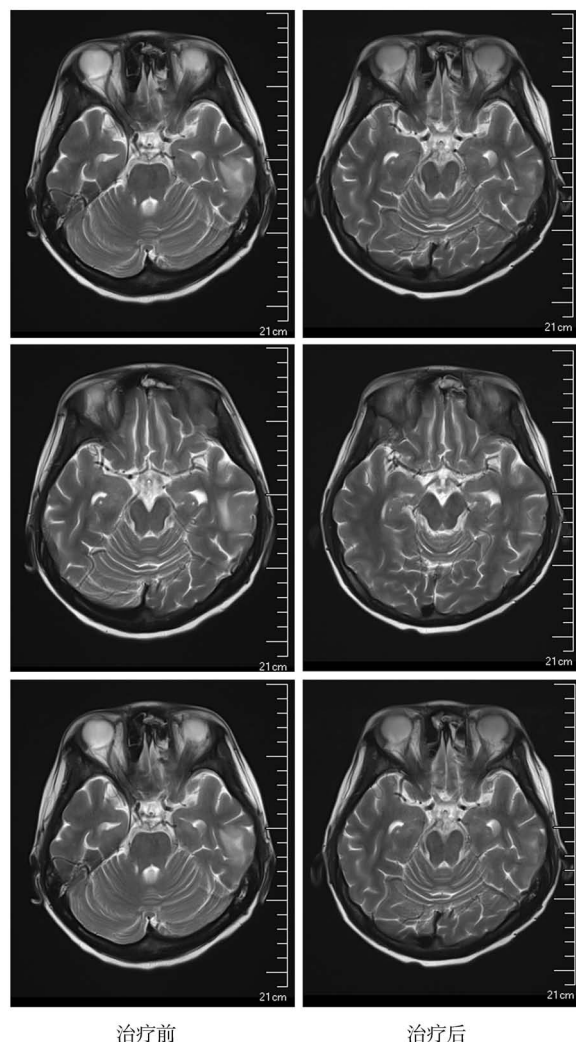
例 1 CAR-T 细胞治疗前后头颅 MRI 变化
